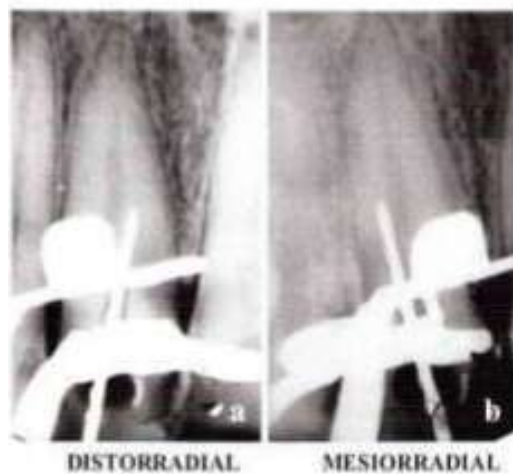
Radiografías con incidencia distorradial y mesiorradial del instrumento fuera del conducto. En la radiografía distorradial (a), el instrumento está desviado hacia mesial, con relación al conducto, lo que significa que está saliendo hacia vestibular. En cambio, en la mesiorradial (b), el instrumento se presenta hacia distal y, por lo tanto, saliendo hacia vestibular.
